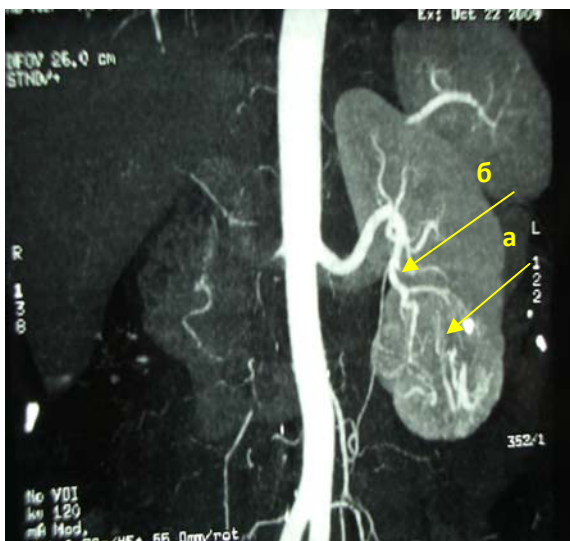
МСКТ с контрастированием (артериальная фаза). Стрелками указаны опухоль нижнего и частично среднего сегментов почки (а), а также ветвь нижней сегментарной артерии (б).
